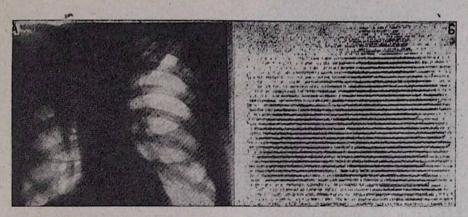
А. Рентгенограмма больного X. Г. Центральный рак доли правого легкого с ателектазом. Б. Скеннограмма легких больного X. Г.
